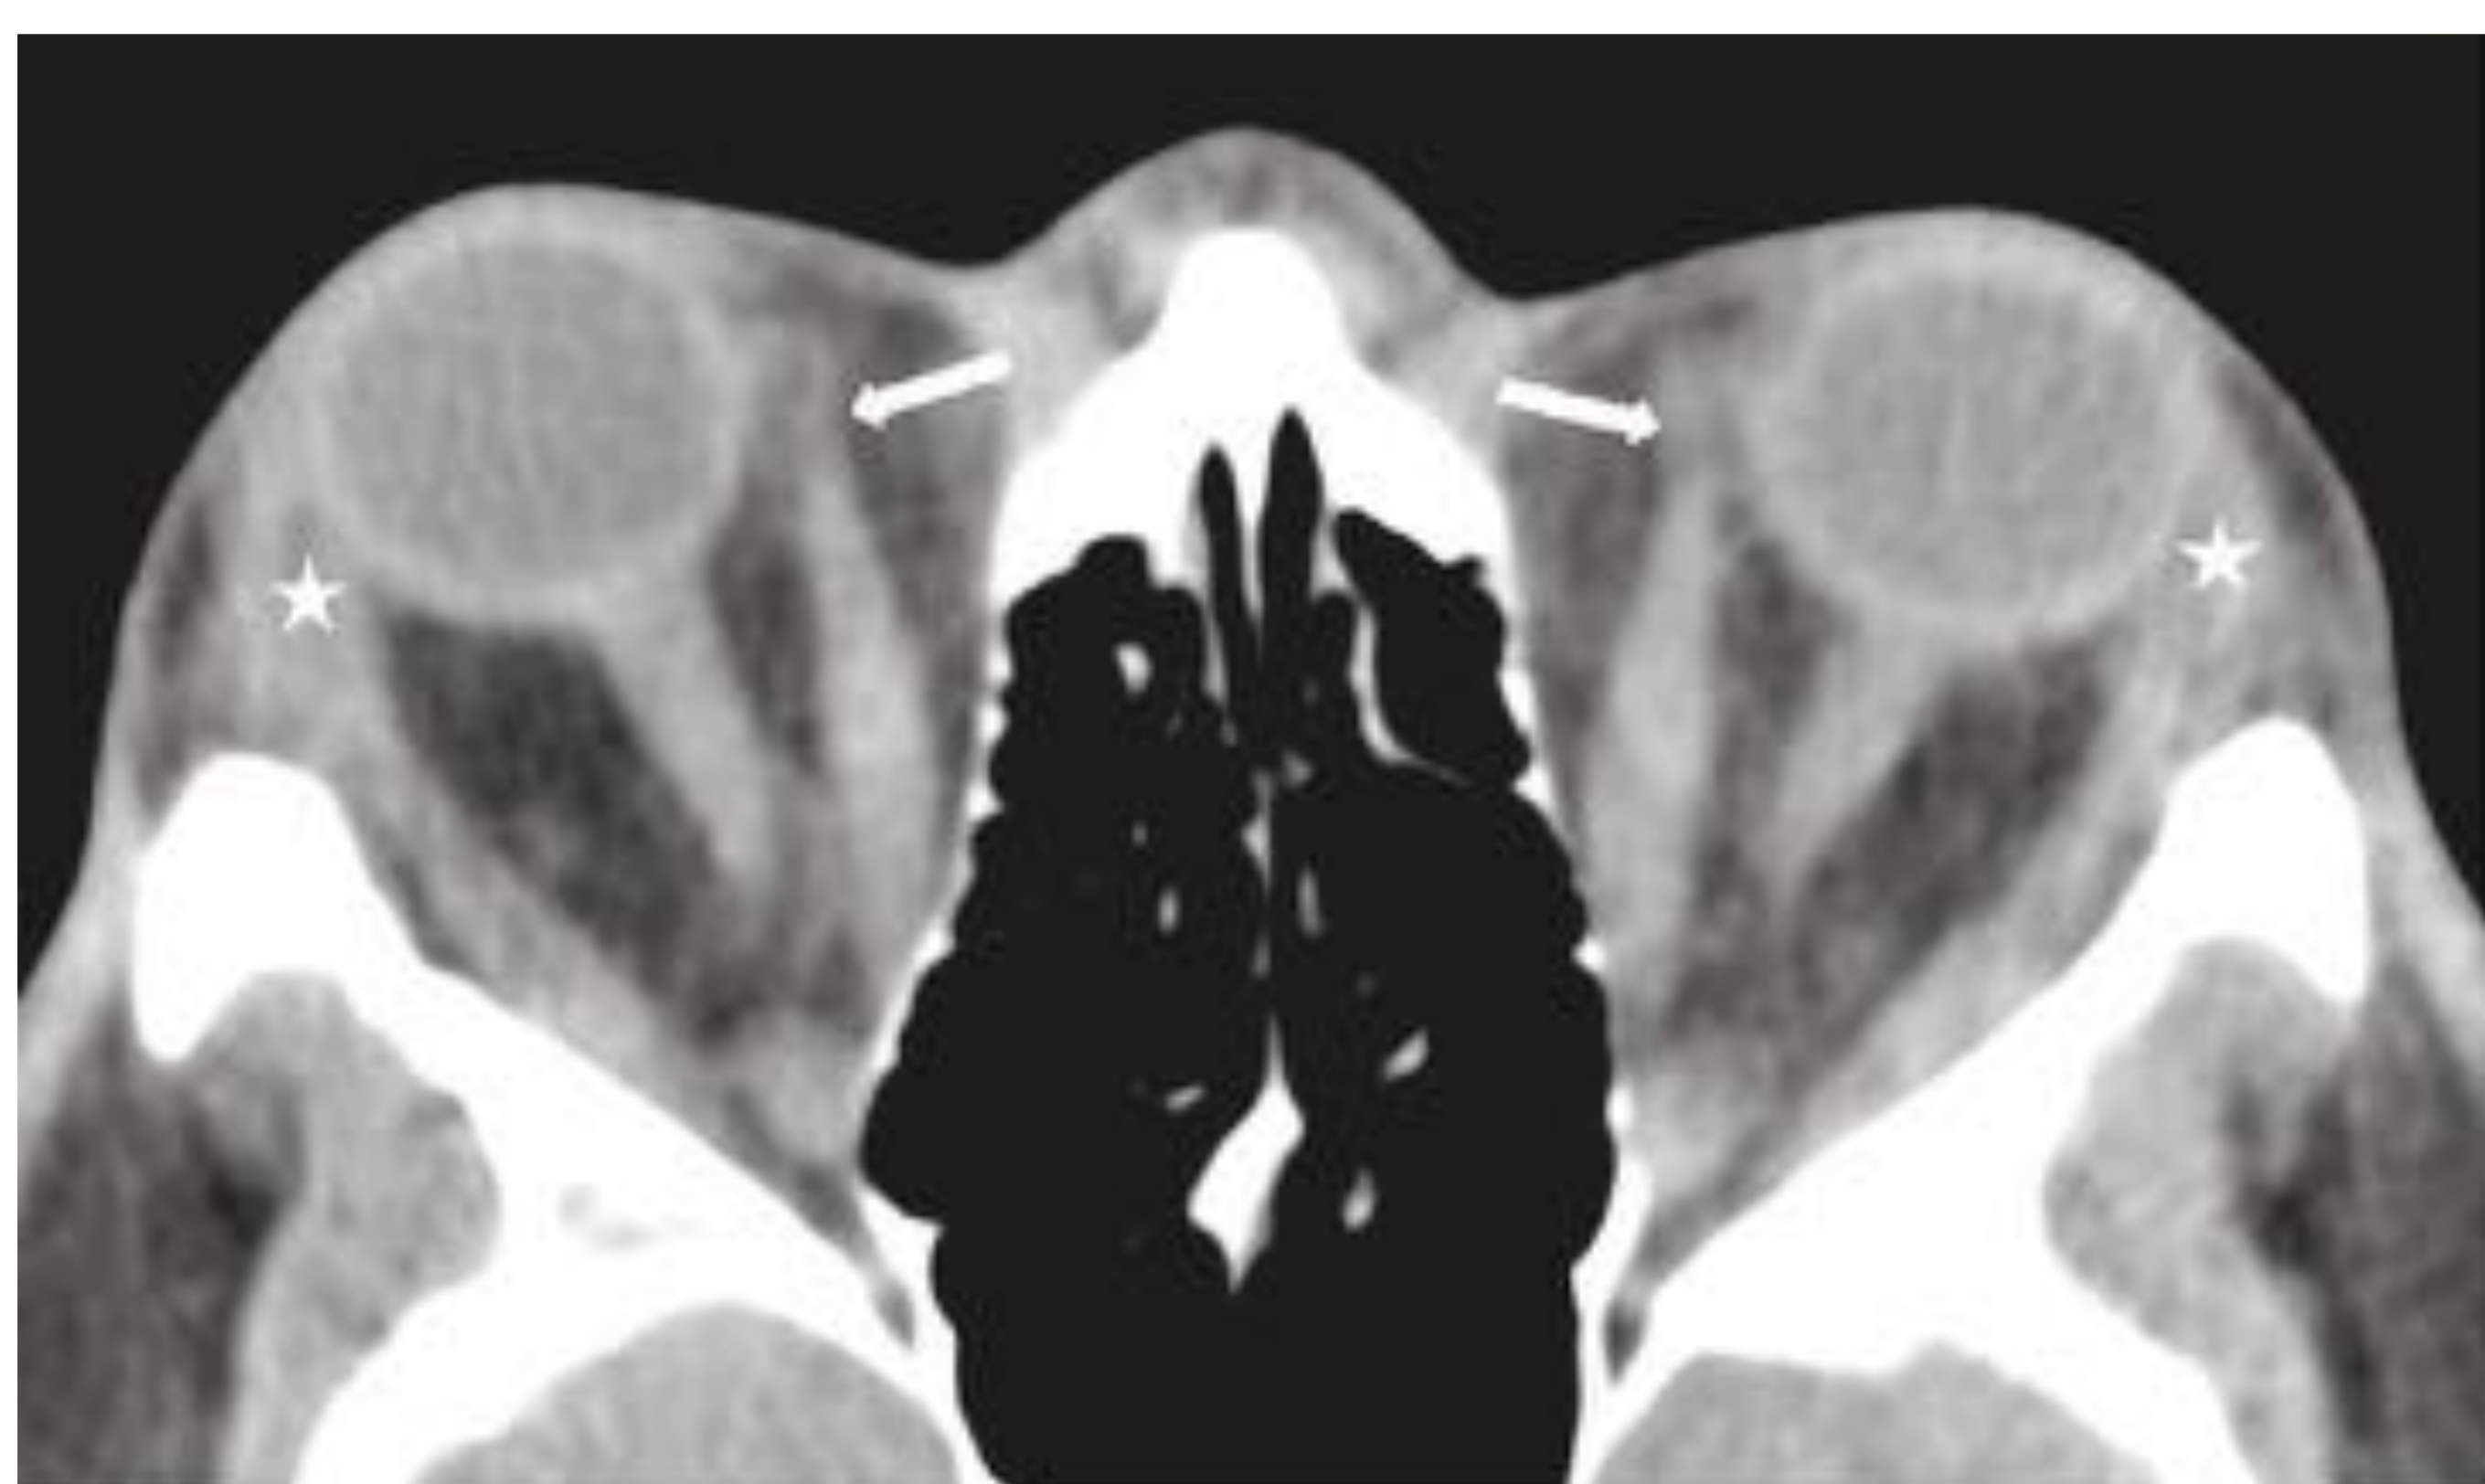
TC axial sin contraste de un paciente con orbitopatía tiroidea y proptosis severa. Desplazamiento anterior del septo orbitario (flechas) y prolapso de las glándulas lagrimales secundario al aumento de volumen del contenido de la órbita (asteriscos).
